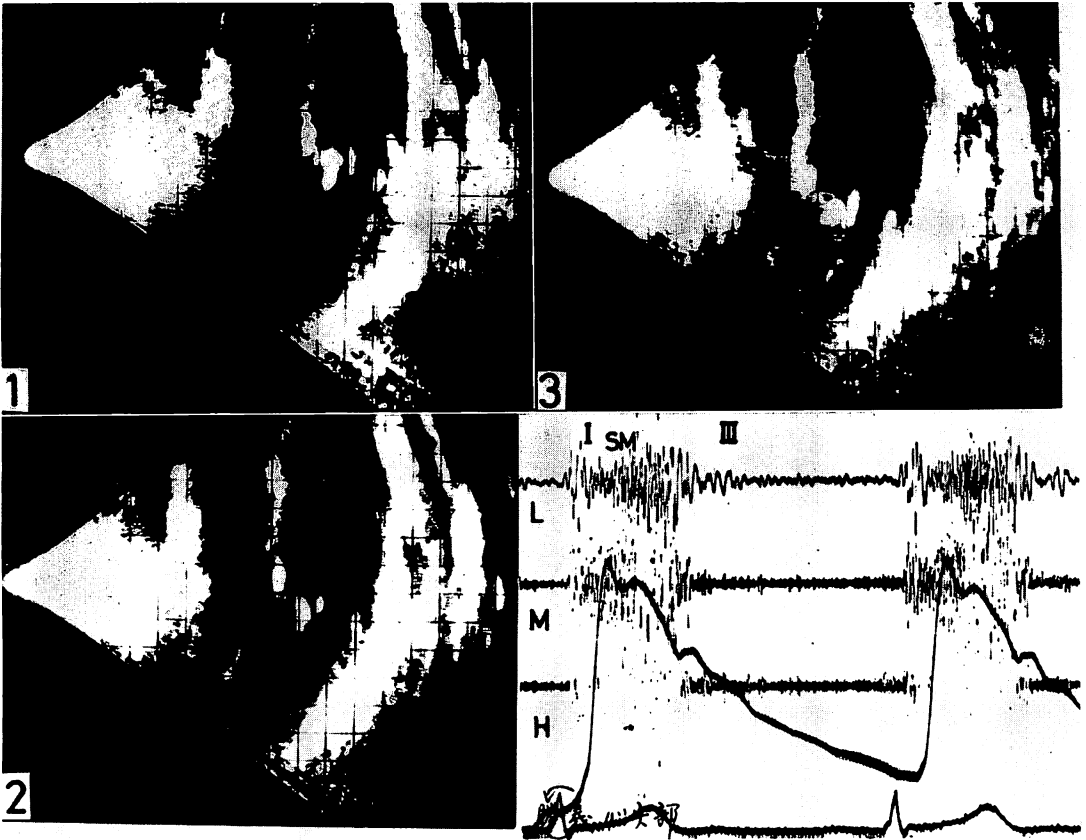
Ultrasono-cardiotomograms and phonocardiogram (apex).
